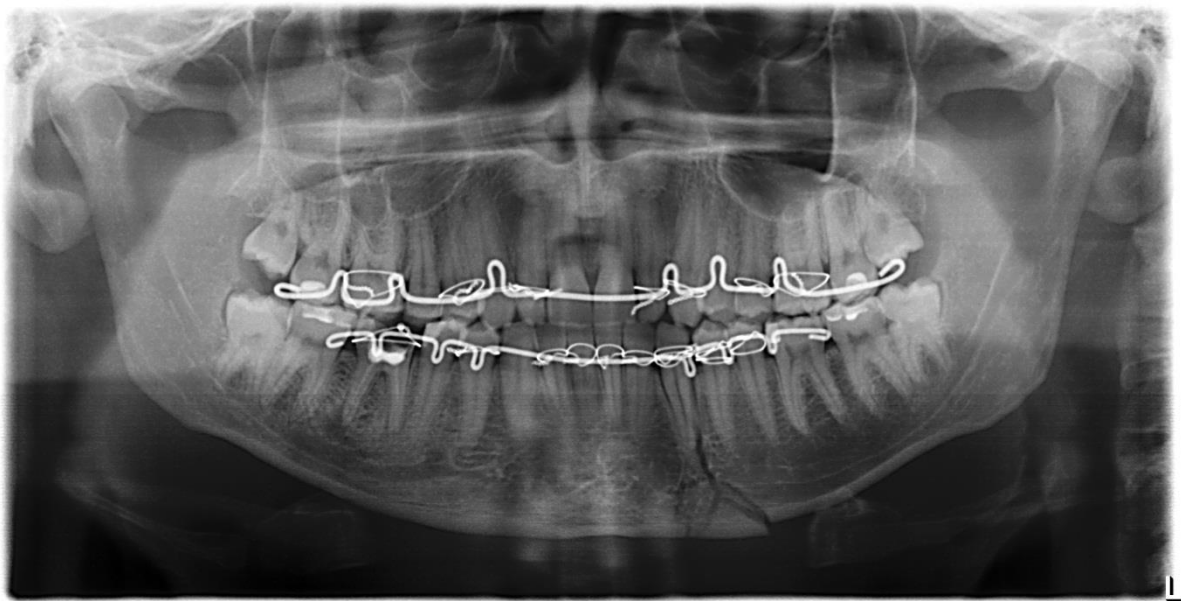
Фотография рентгенограммы нижней челюсти больного Т. История болезни № 419. Диагноз: перелом нижней челюсти в области 33 зуба. Степень неблагоприятия перелома 4 балла. Перелом нижней челюсти проходящий через верхушку корней (разрыв сосудисто-нервного пучка).
